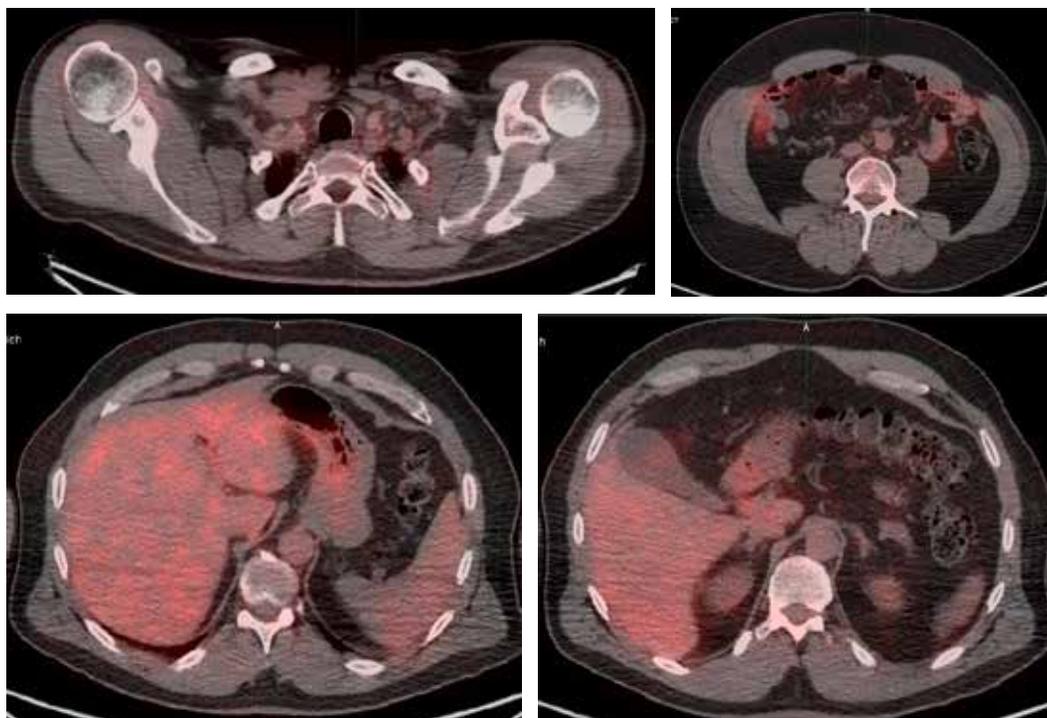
6А-Г. Данные ПЭТ КТ после 2 лет иммунотерапии. Полный ответ
